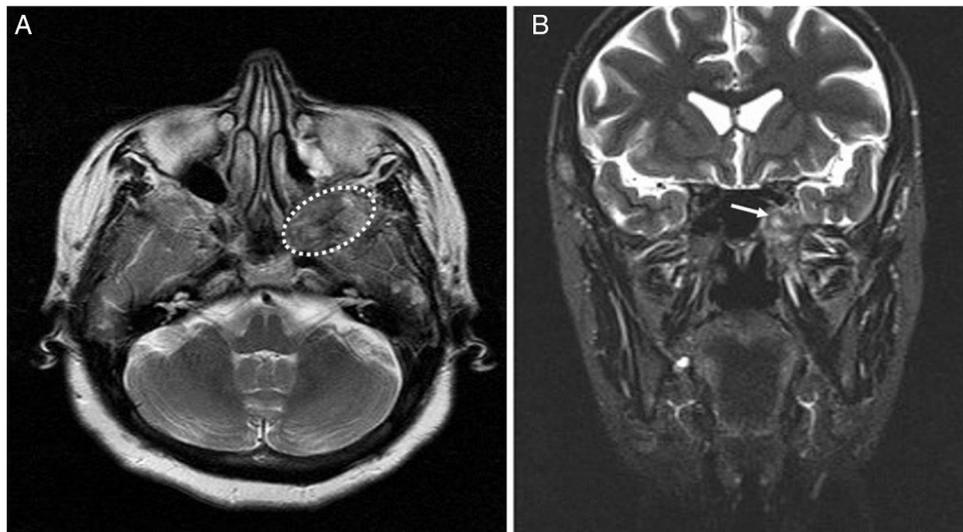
(A) IRM axial ponderada em T1 obtida antes da cirurgia. A lesão demonstra hipointensidade nas imagens ponderadas em T2 (a linha pontilhada assinala o tumor); (B) IRM coronal ponderada em T2 obtida antes da cirurgia. A lesão exibe leve hiperintensidade nas imagens ponderadas em T2 (a seta indica o tumor).
